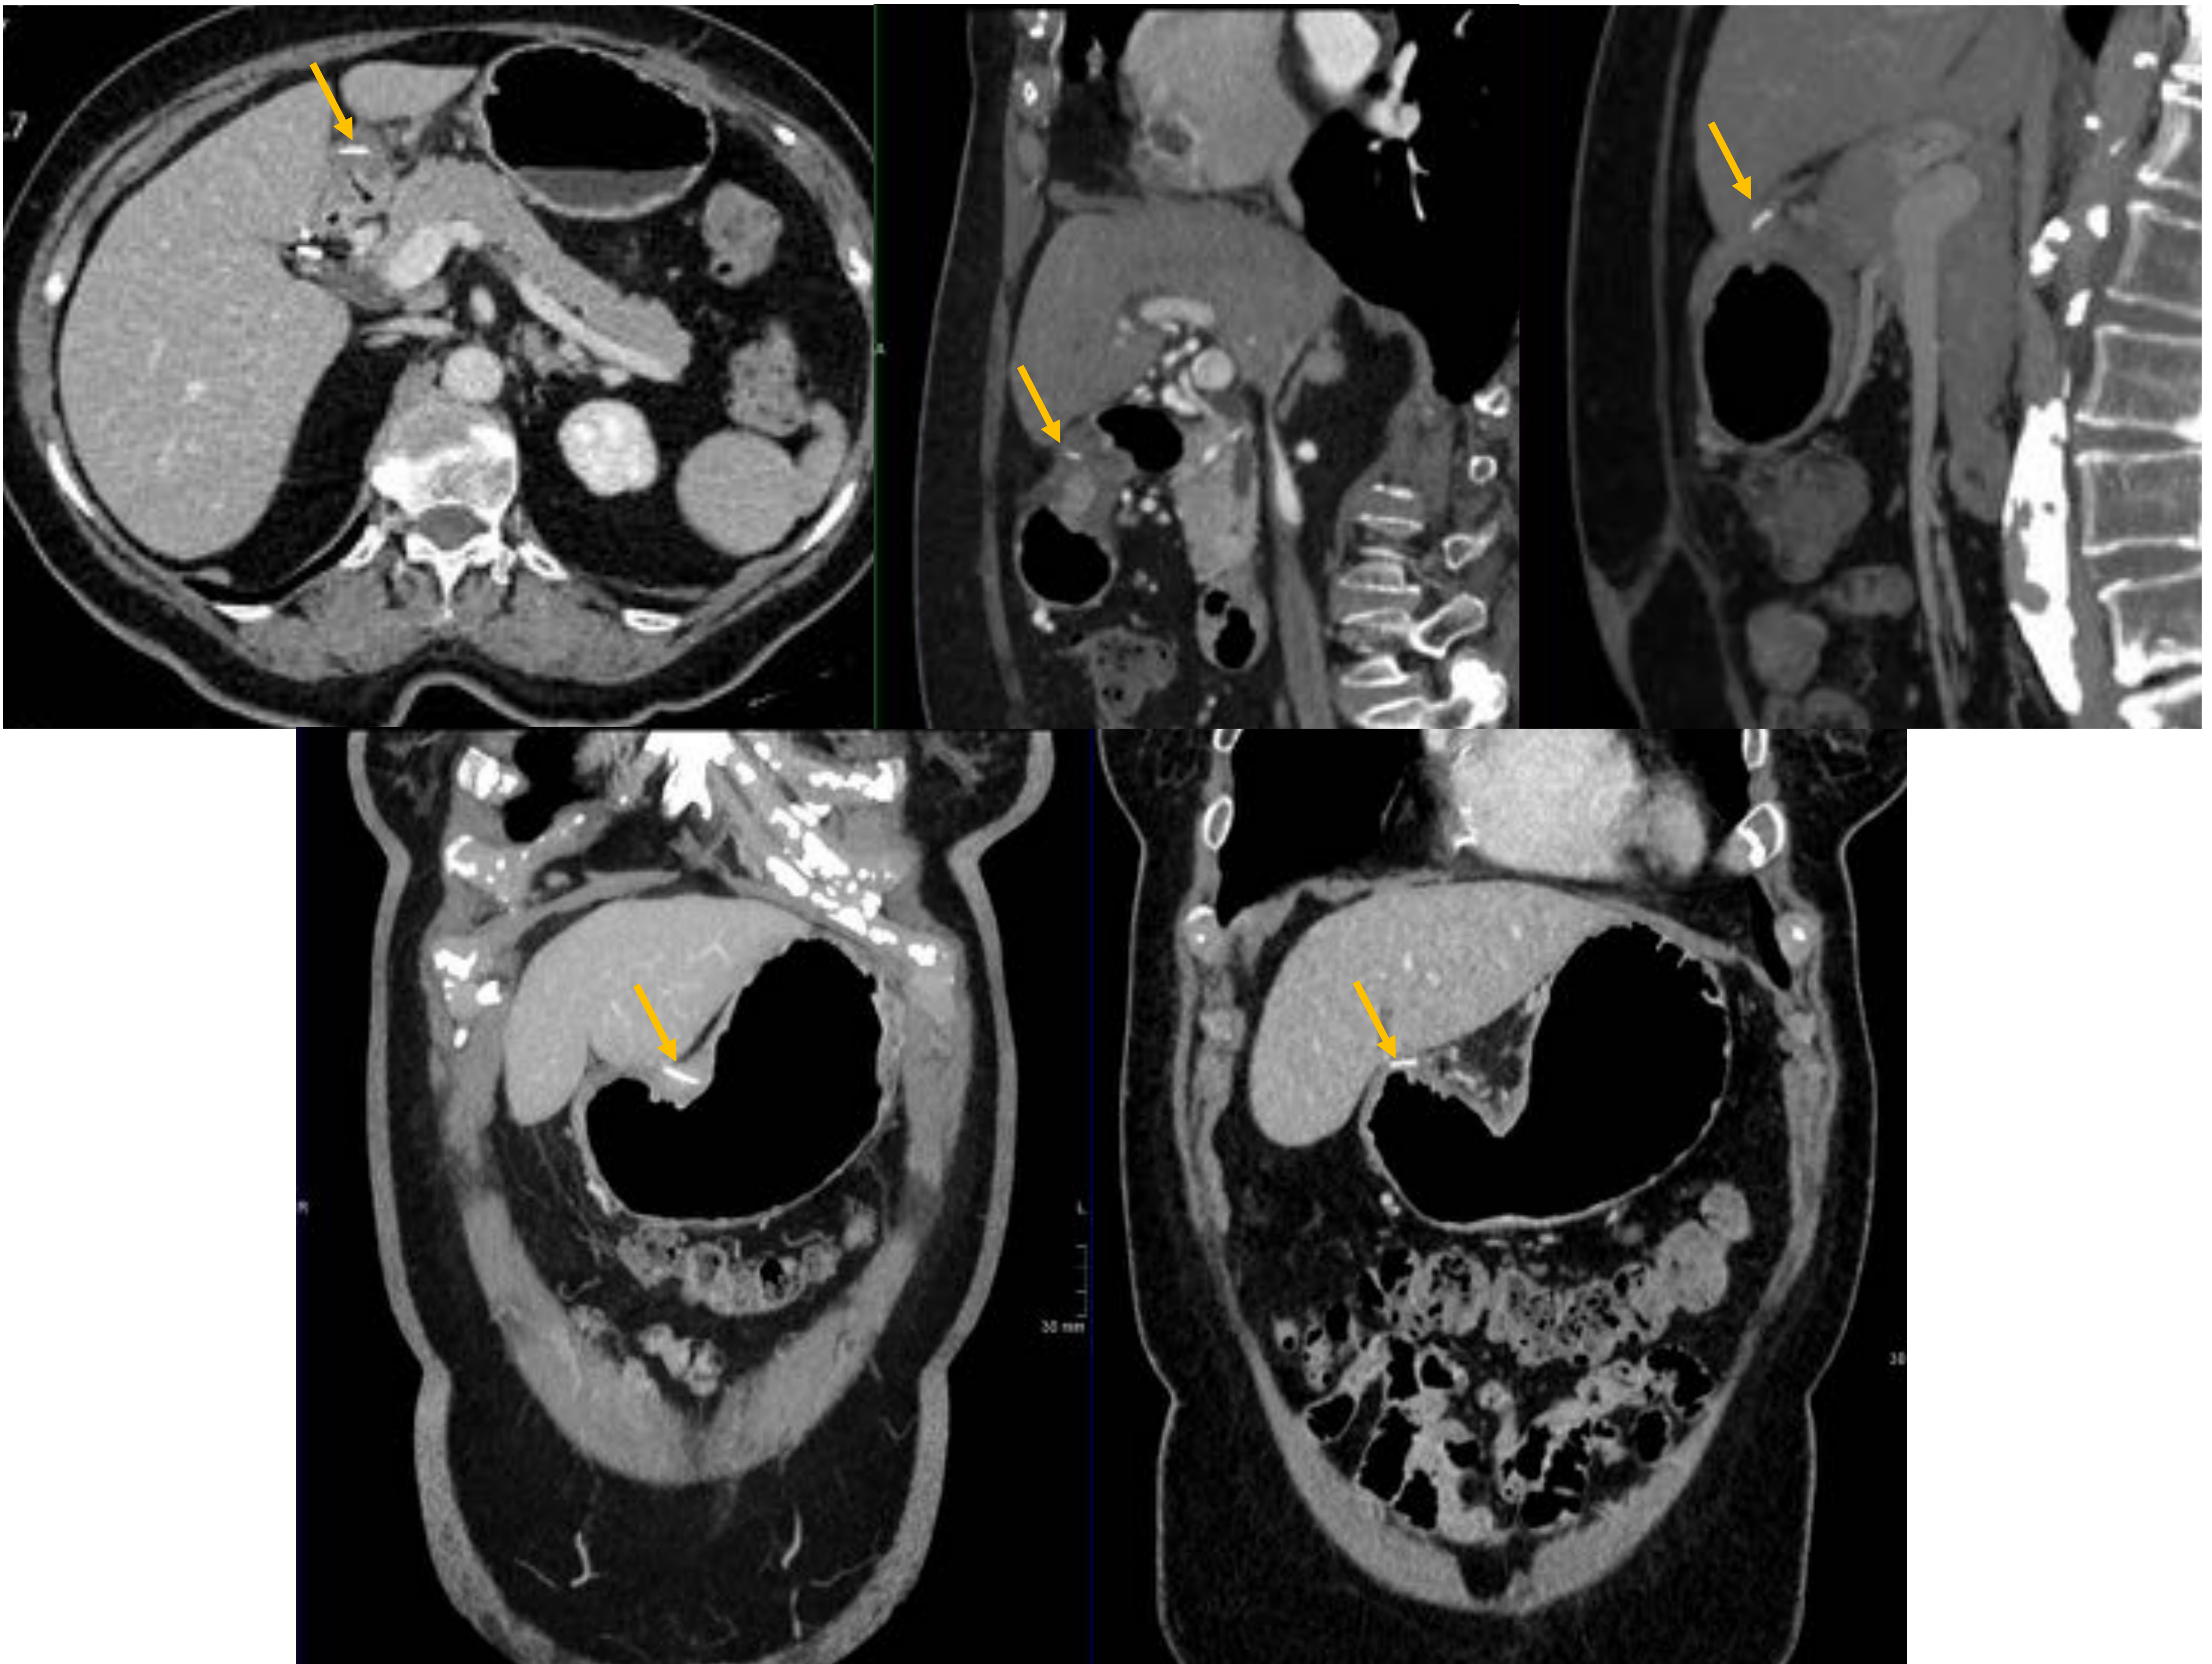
Mujer de 81 años, que acude por dolor abdominal epigástrico. En TC: Engrosamiento de aspecto hipodenso de la pared anterior del antro gástrico y región antropilórica, con presencia de dos imágenes lineales hiperdensas de localización en el espesor parietal (flechas), con cambios inflamatorios asociados, sin perforación ni colecciones, sugestivos de cuerpos extraños (espinas).
